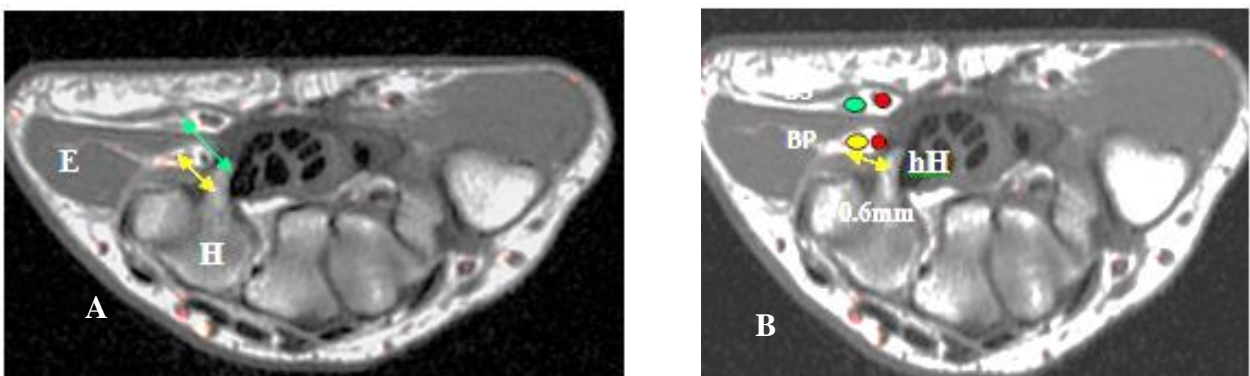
Deux images d'IRM permettant d'analyser les rapports anatomiques des branches de division du nerf ulnaire dans le canal ulnaire par rapport à l'hamulus de l'hamatum (hH), pour tenter de mettre en évidence un site potentiel de conflit. E : éminence hypothénar. H : os hamatum.
